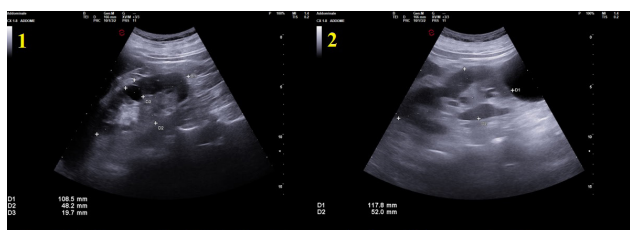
Ecografia B-Mode del rene destro (1) e sinistro (2). Entrambi i reni presentano normali diametri longitudinali e trasversali, in assenza di dilatazioni calico-pieliche
